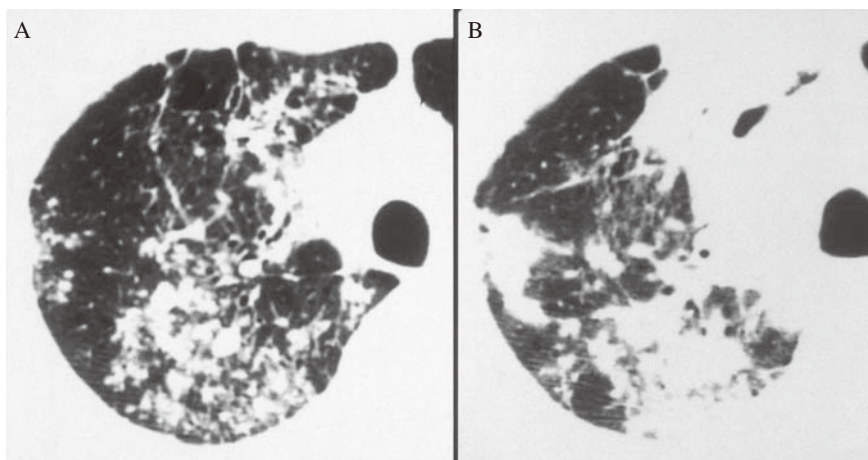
A 48-year-old man with active pulmonary tuberculosis. A: HRCT scan, obtained through the right upper lobe, shows centrilobular nodules, tree-in-bud appearance, confluent nodules. B: HRCT scan, obtained through the right upper lobe at the same level as A, taken 2 months later, shows enlarged and confluent large opacity.
